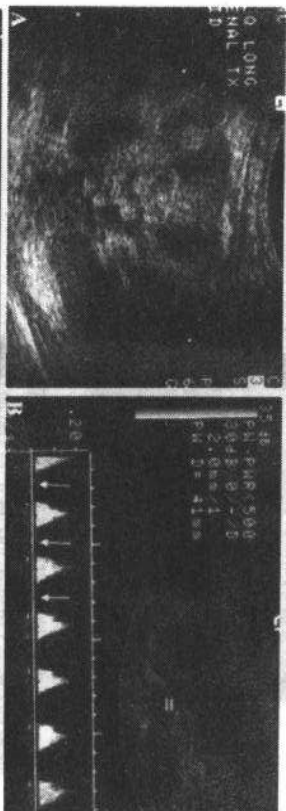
急性排斥反应的超声表现。与问题16的肾移植表现相比,注意肾锥体增大、皮髓质差别消失、回声增强和肾窦脂肪异常(A)。肾段动脉正常舒张期波形消失(箭示,B)。另一病人(C),可见因水肿所导致的肾窦粘膜增厚(注意X标记处)
